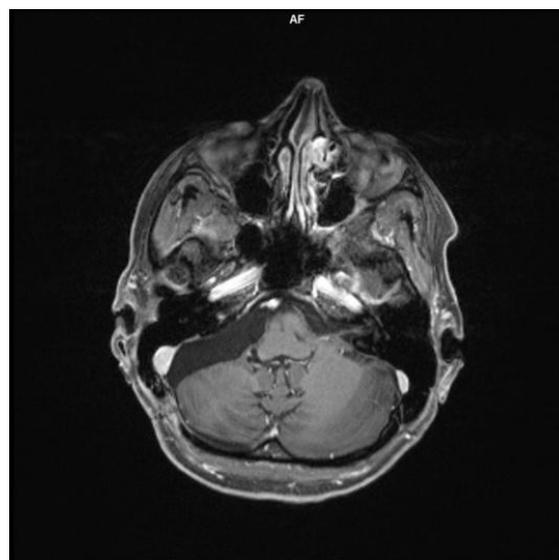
МРТ с контрастным усилением после операции. Т1-взвешенное изображение. Данных, подтверждающих наличие остатков опухоли и осложнений, нет
